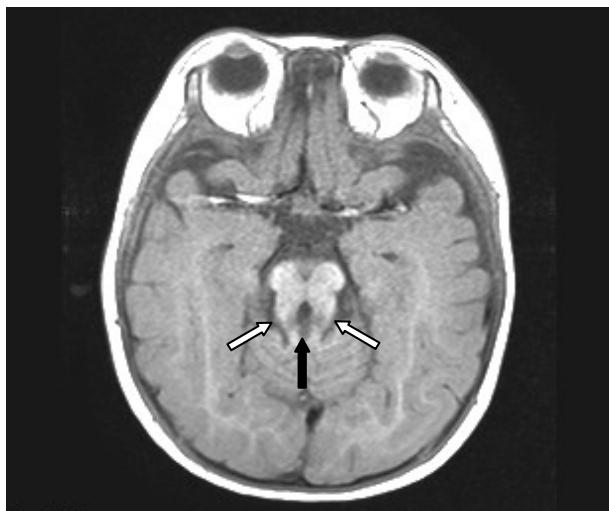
The classic "molar tooth sign" of Joubert syndrome is shown in the T1-weighted transverse MRI image. Note the thickened superior cerebellar peduncles (indicated by the white arrows) that do not decussate, so the isthmus is reduced, causing the interpeduncular fossa (black arrow) to be enlarged.
